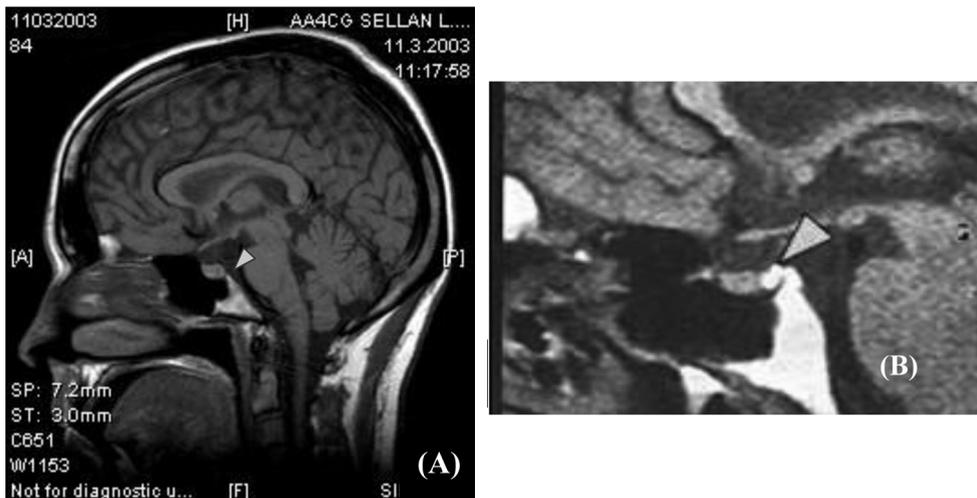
МРТ (Т1) пациентки через 2 недели после развития тяжелой гипонатриемии.
